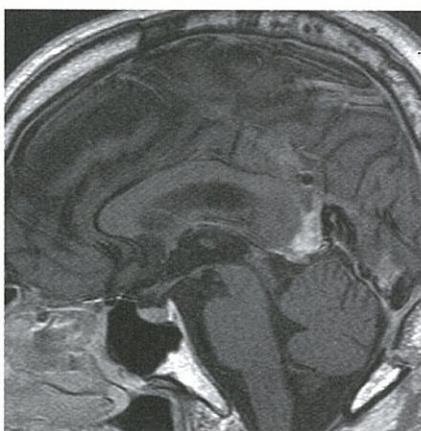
術後矢状断MRI。ガレン静脈の周囲を除き、腫瘍がほぼ全摘出されている。
